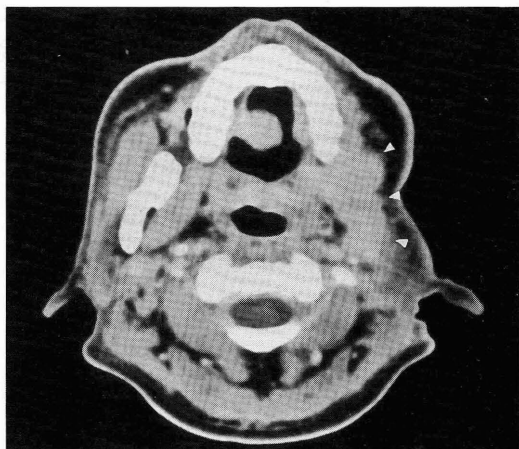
X線CT軸位像 造影後軟組織表示 (1991.12.12)
